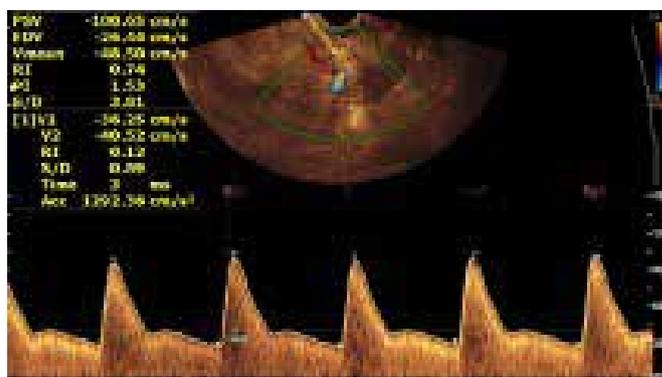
Imagem ultrassonográfica ilustra a insonação da artéria uterina, índices dopplerfluxométricos de alta resistência e fluxograma durante o primeiro trimestre.
